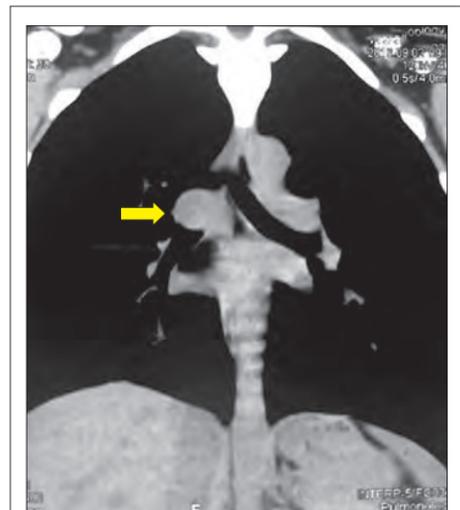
КТ ОГП пациентки Т. Стрелка указывает на опухоль правого главного бронха
